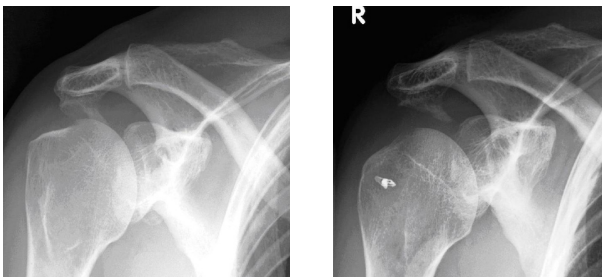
Prä- und postoperatives Röntgen nach ACG-Resektion, zusätzliche arthrosk. RM-Naht
